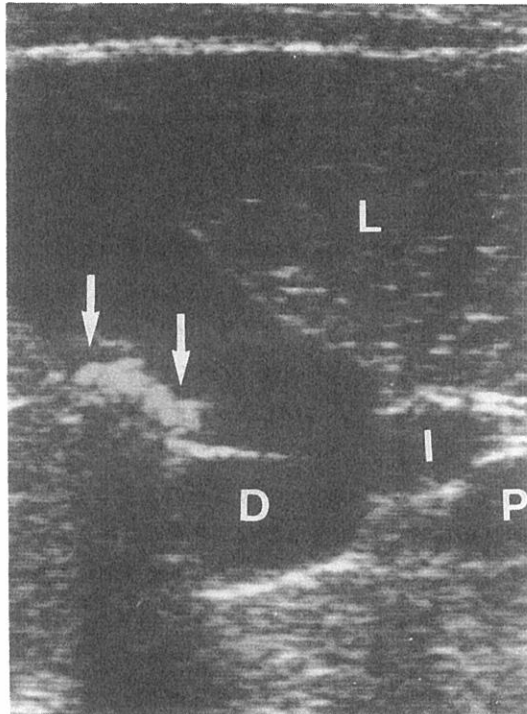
Subcostal ultrasonography shows a diverticulum (D) of the gallbladder and gallstones (arrows). I=infundibulum L=liver P=portal vein
